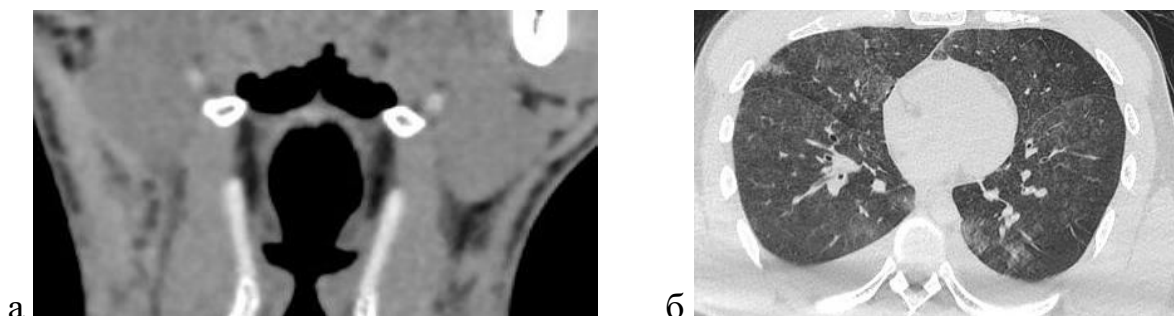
а - Ларингоспазм. Рисунок 5 б – Бронхоспазм. Посмертное КТ-исследование
